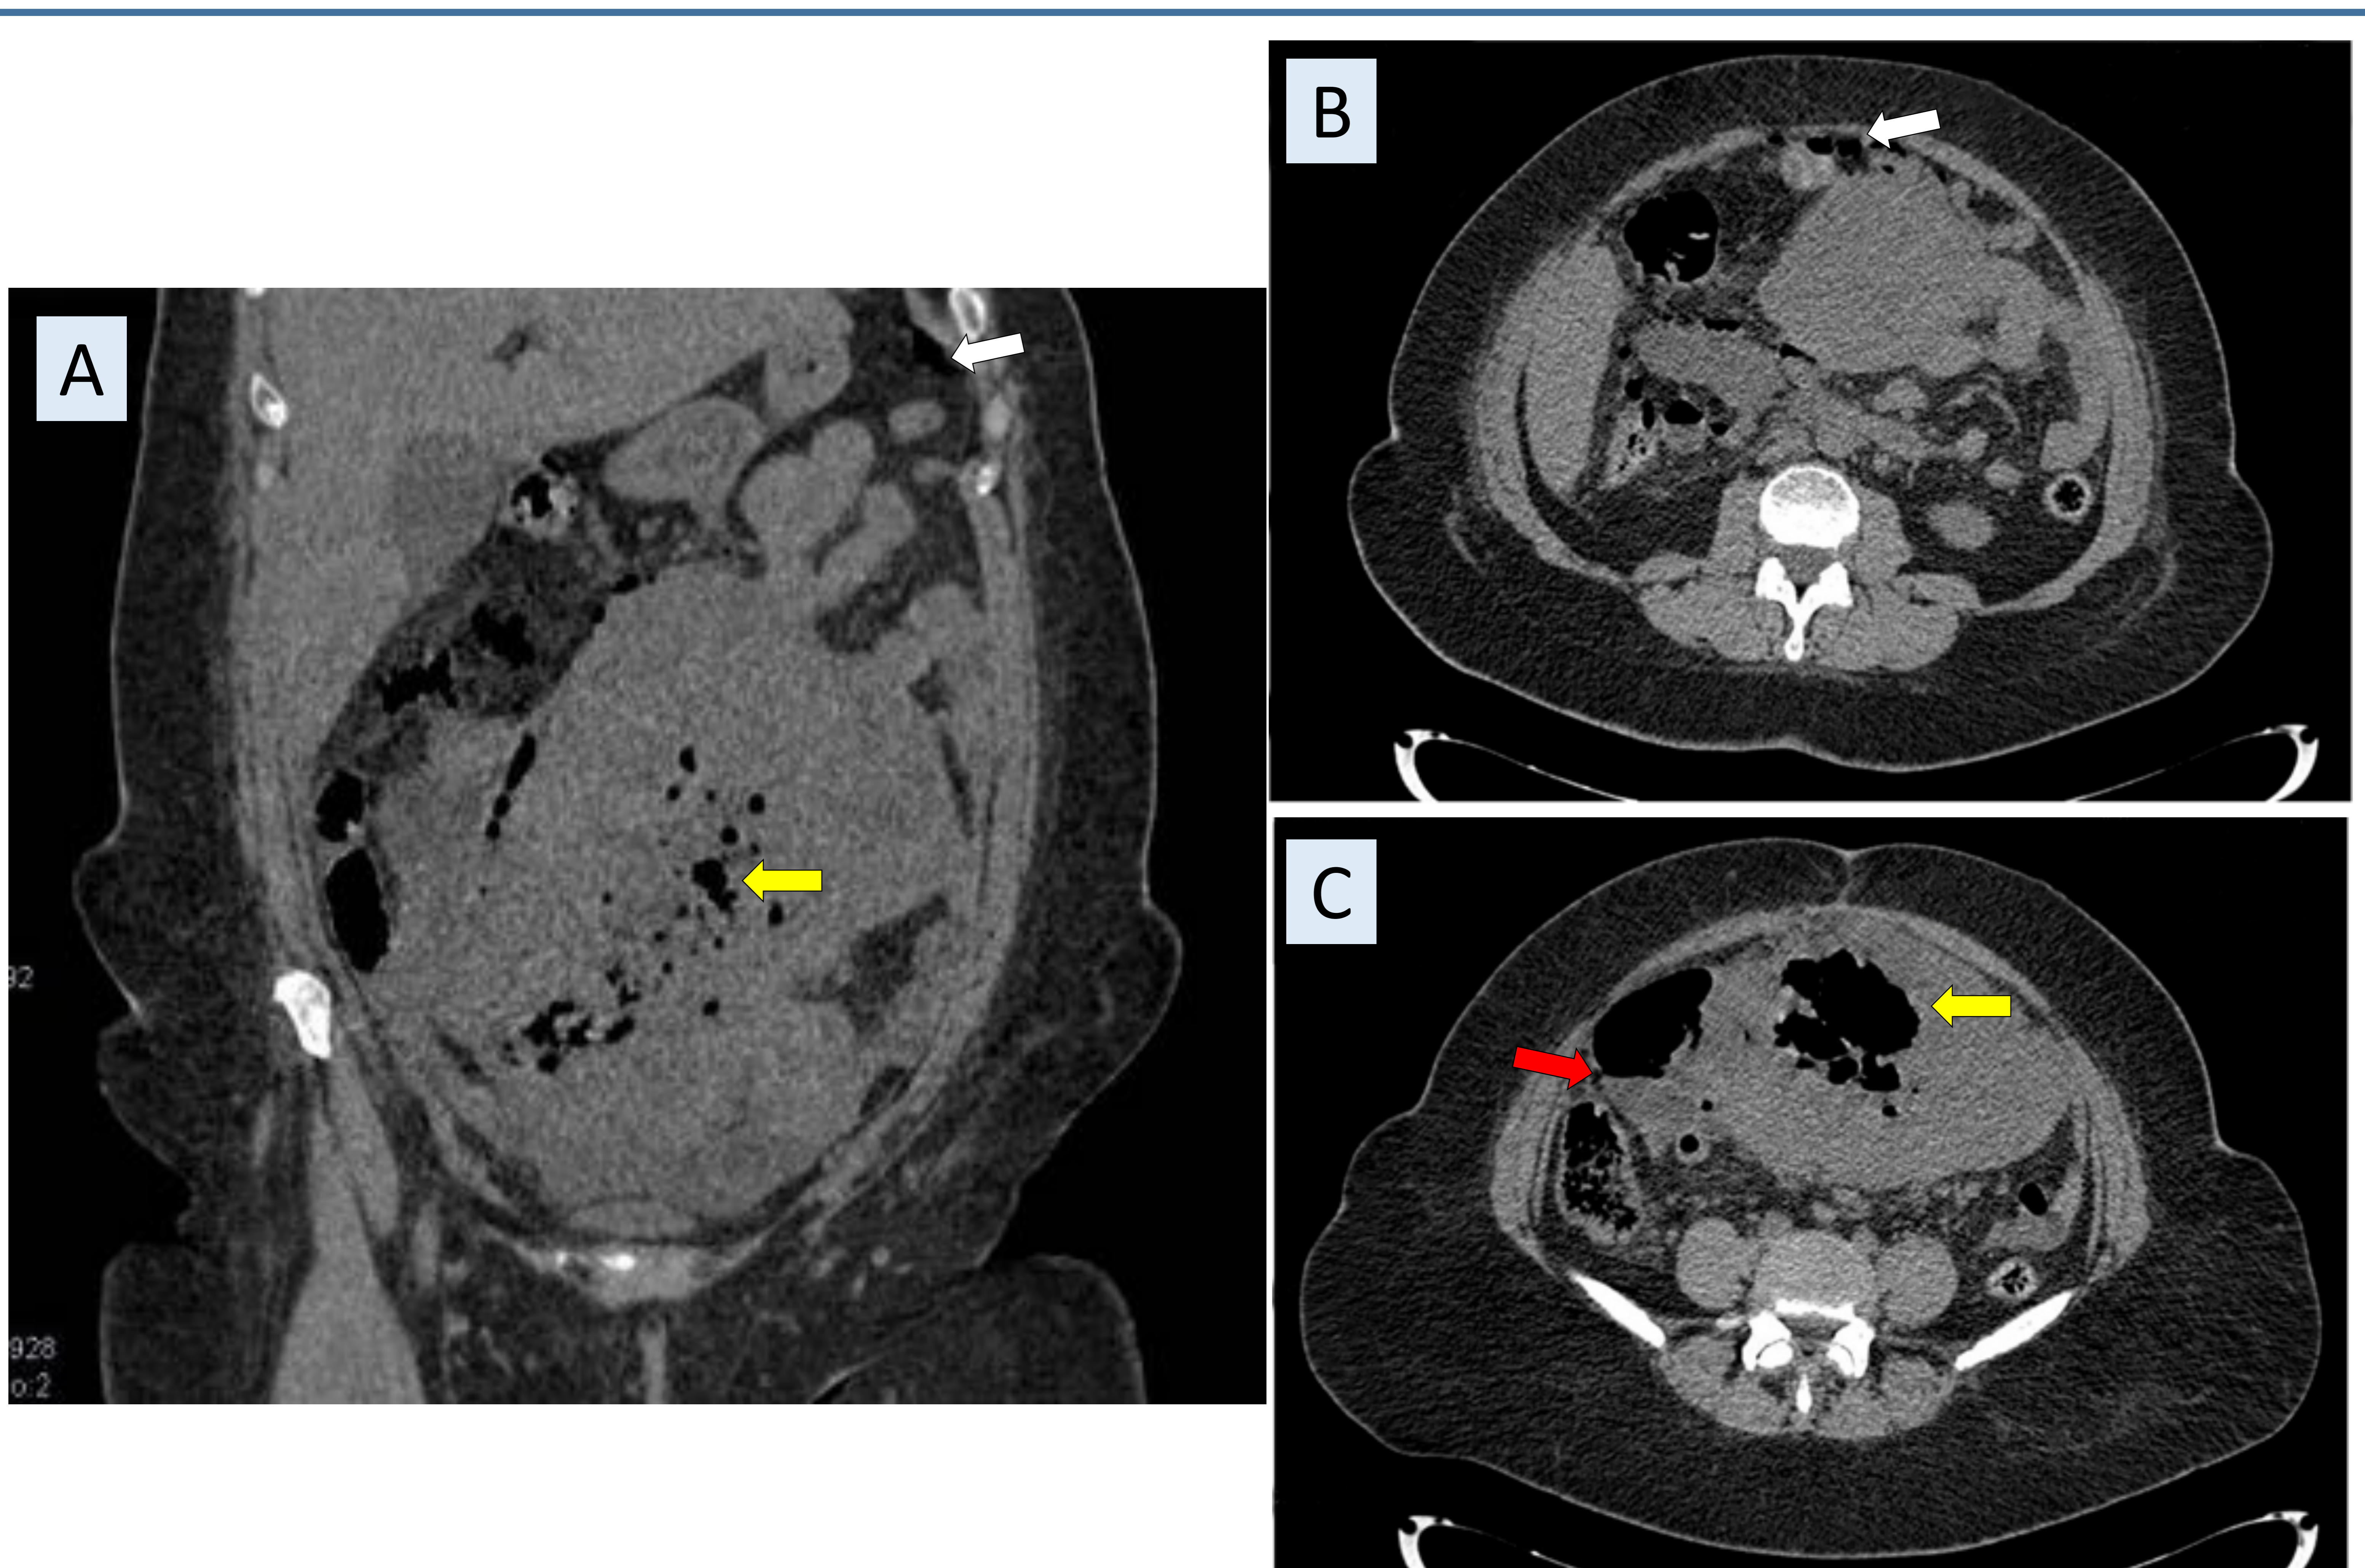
TC sin CIV en planos coronal (A) y axial (B) y (C). Voluminoso tumor de GIST de localización hipogástrica con burbujas aéreas (flechas amarillas) y niveles hidroaéreos en su interior (flecha roja), así como burbujas de aire en la cavidad abdominal en relación con neumoperitoneo (flechas blancas). Hallazgos en contexto de necrosis y perforación tumoral. *Hospital Universitario Infanta Cristina. Unidad Central de Radiodiagnóstico.*
